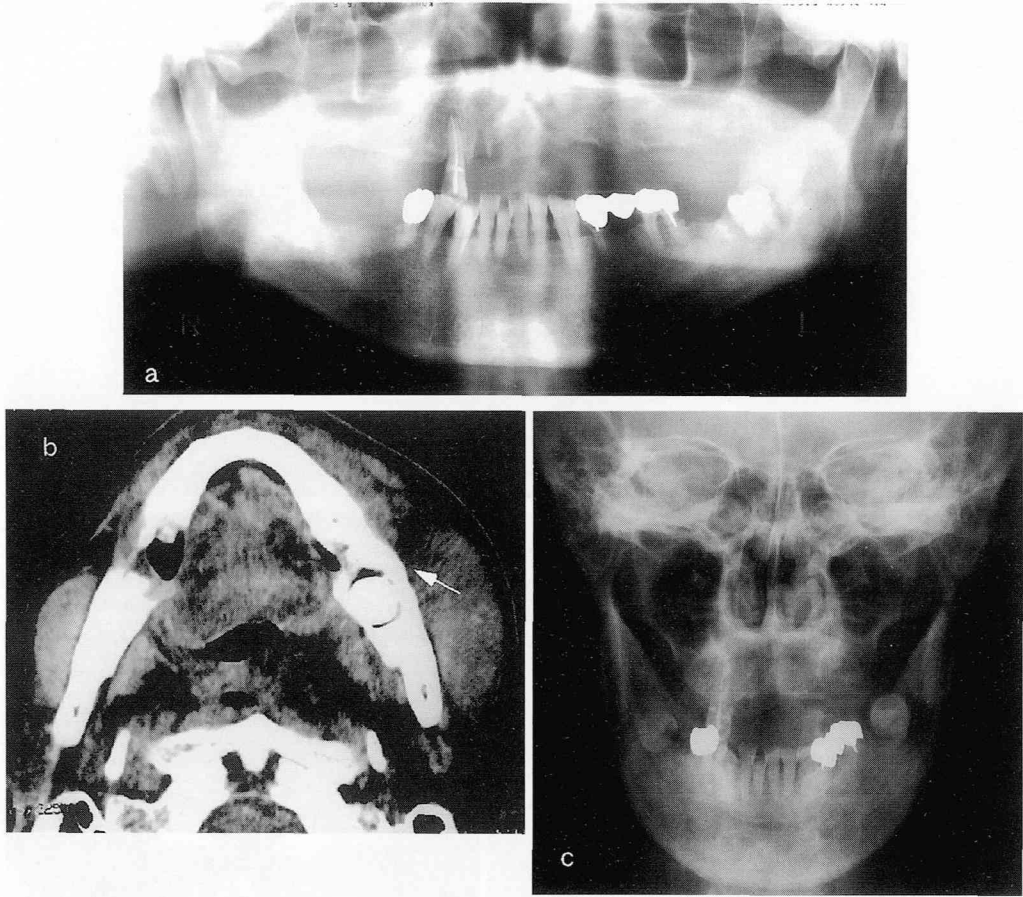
症例1の回転パノラマX線撮影像，CT像，P-A像
